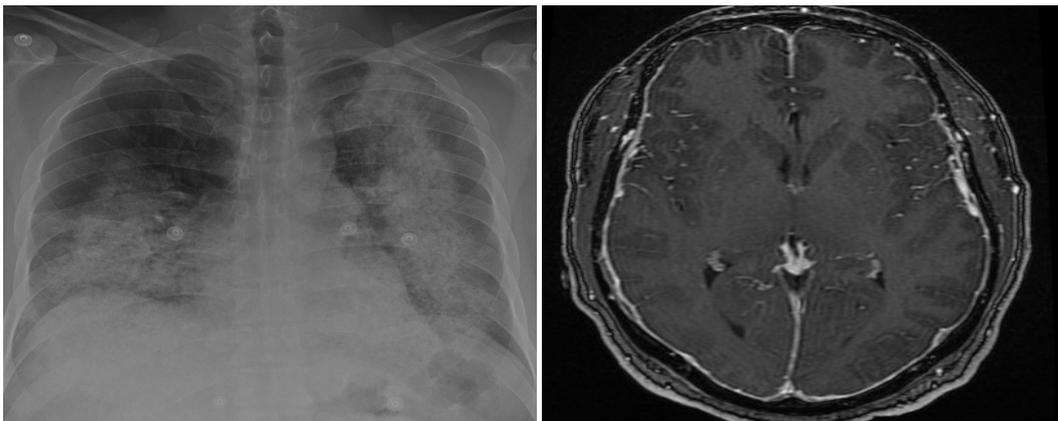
Figura (A). Rx de Tórax. Hemorragia alveolar. Figura (B). RMN Cerebral (T1). Ensanchamiento meníngeo reforzado con gadolinio.
